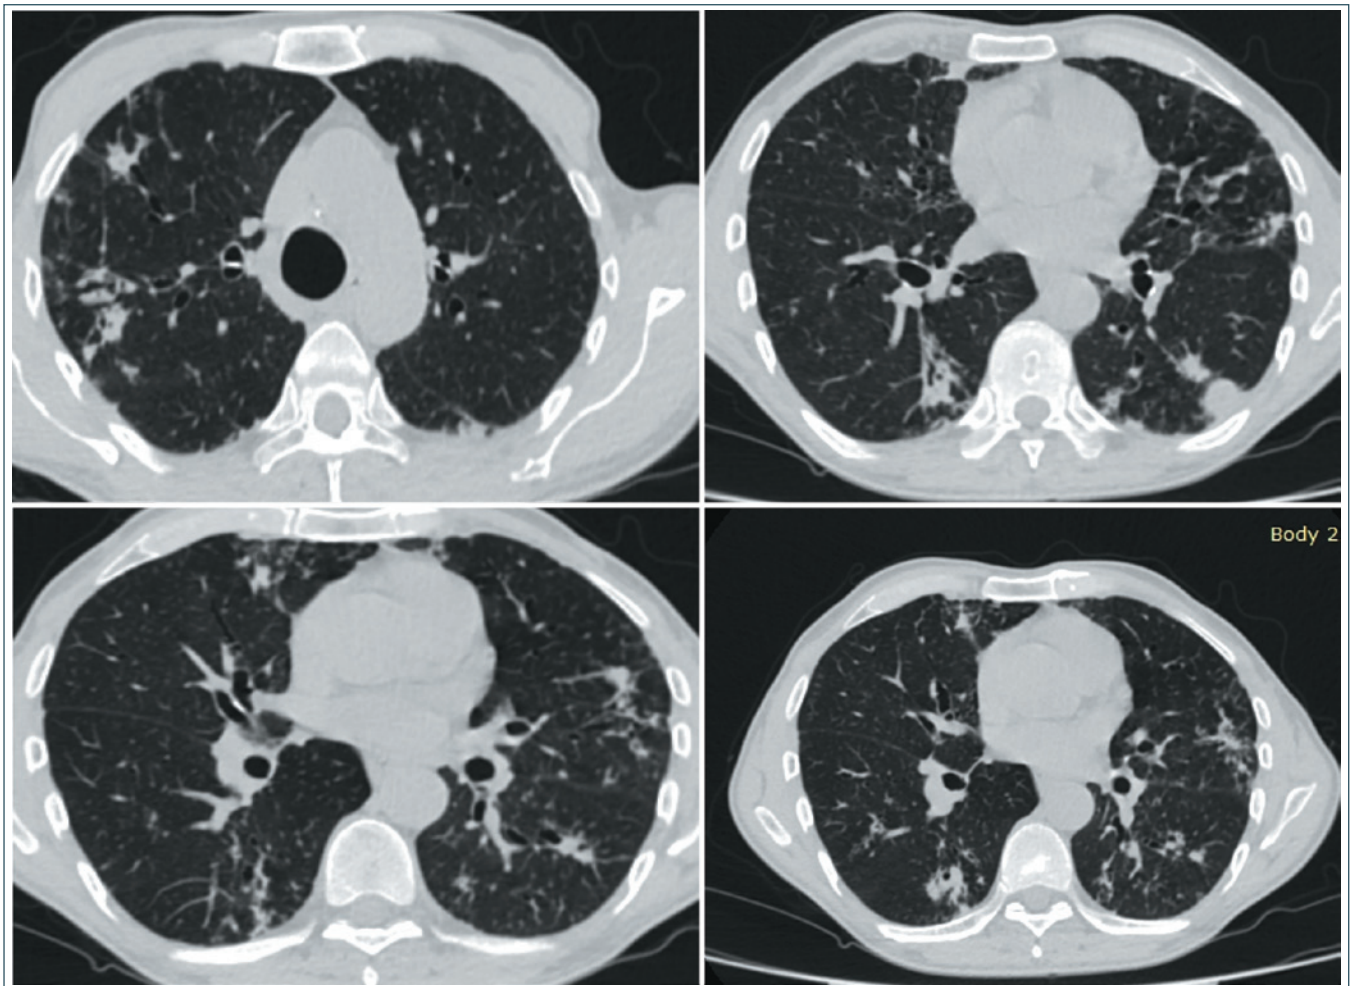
Микобактериоз, вызванный *M. avium complex*. КТ органов грудной клетки: полиморфная сканологическая картина, сочетание признаков респираторного бронхиолита, участков перибронхиального и альвеолярного уплотнения очаговой, неправильной по типу фиброза и округлой по типу инфильтрата формы
